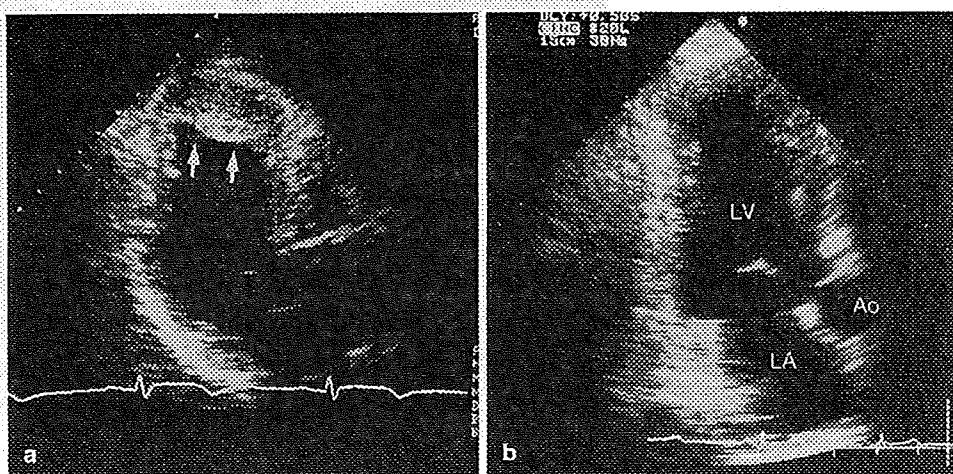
壁在血栓（前壁梗塞例）の心エコー図（心尖左室長軸像）
